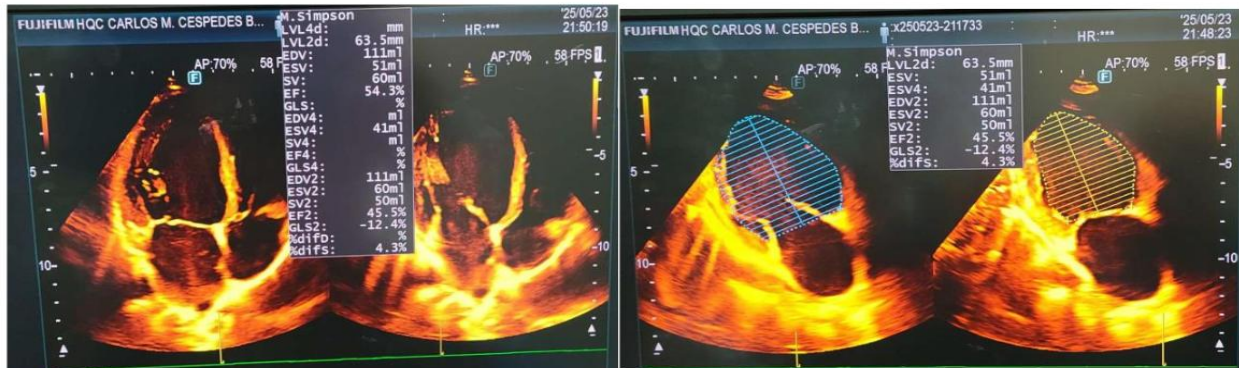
RRO. HC:1227319. Ecocardiograma transtorácico. Proyección vista 4 y 2 cámara apical. Simpson modificado. Dilatación y remodelado del ventrículo izquierdo. Disfunción sistólica.
